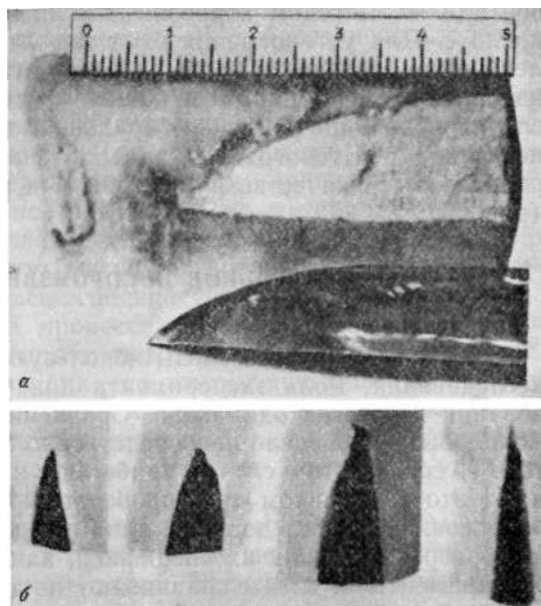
Определение формы раневого канала при колото-резаных повреждениях с помощью рентгеноконтрастной полимерной массы.
